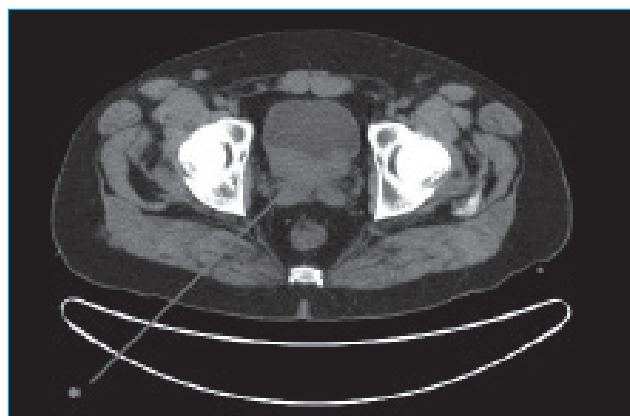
Resonancia magnética. \* masa vesical de 7,1 x 6,6 cm.
